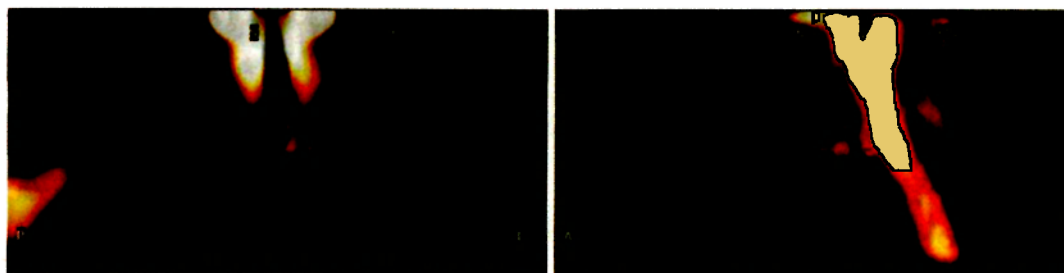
SPECT/CT.skeletu
